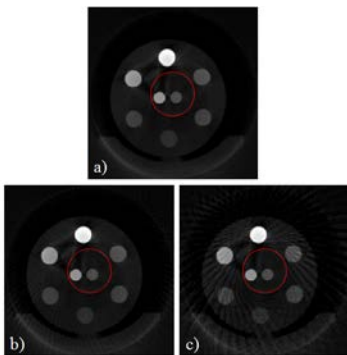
절단되지 않은 투영데이터 a) 240 view b) 120 view c) 60 view를 사용하여 절단된 투영데이터를 외삽하여 재구성한 단층 영상
